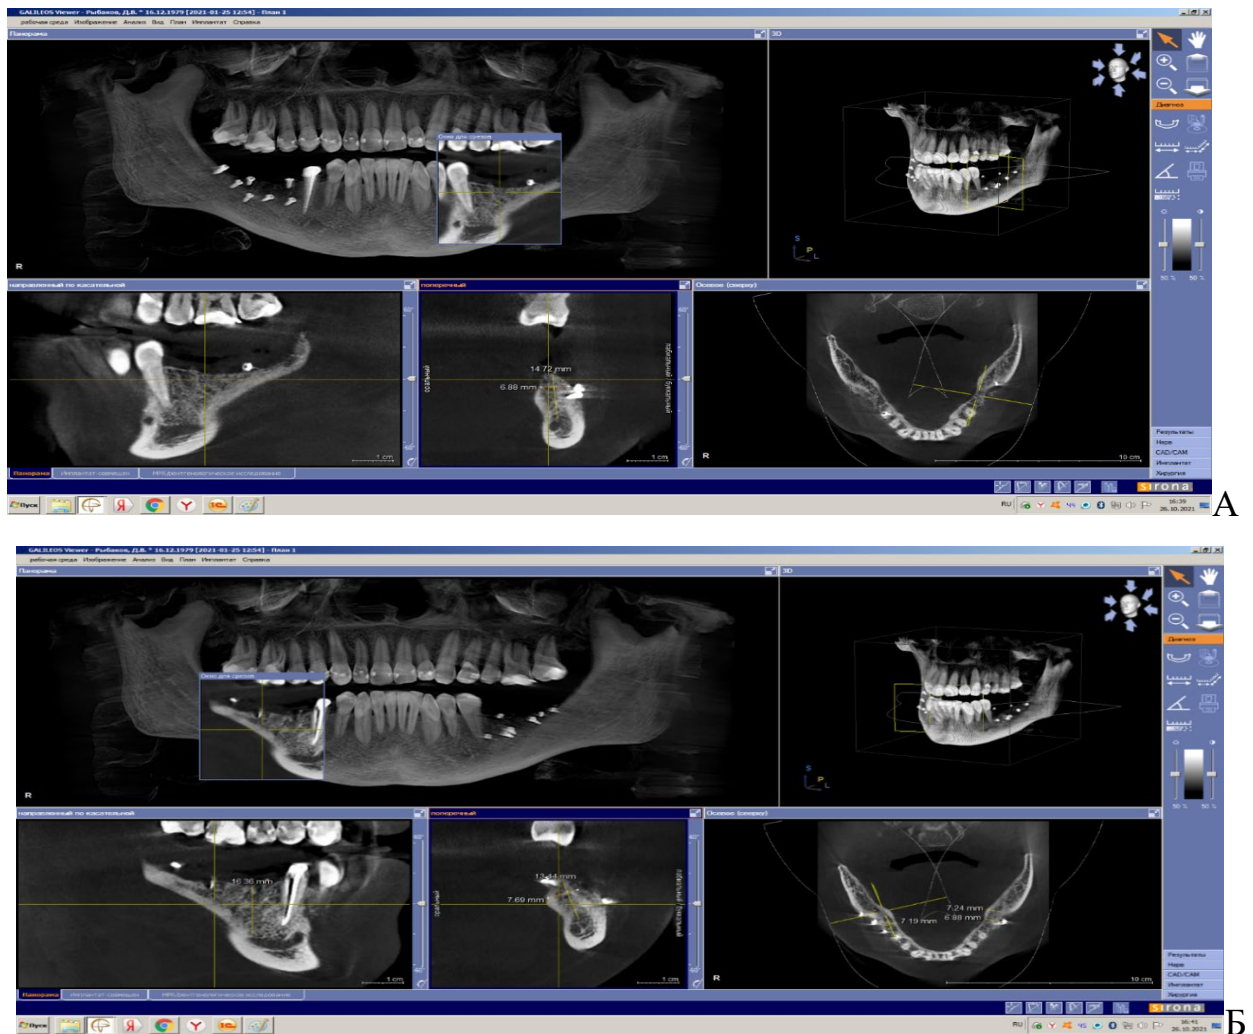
Скриншоты конусно-лучевой компьютерной томографии пациента Р. через 6 месяцев после реконструкции костной ткани нижней челюсти: А – сегмент 3.5-3.7; Б - сегмент 4.5-4.7.
